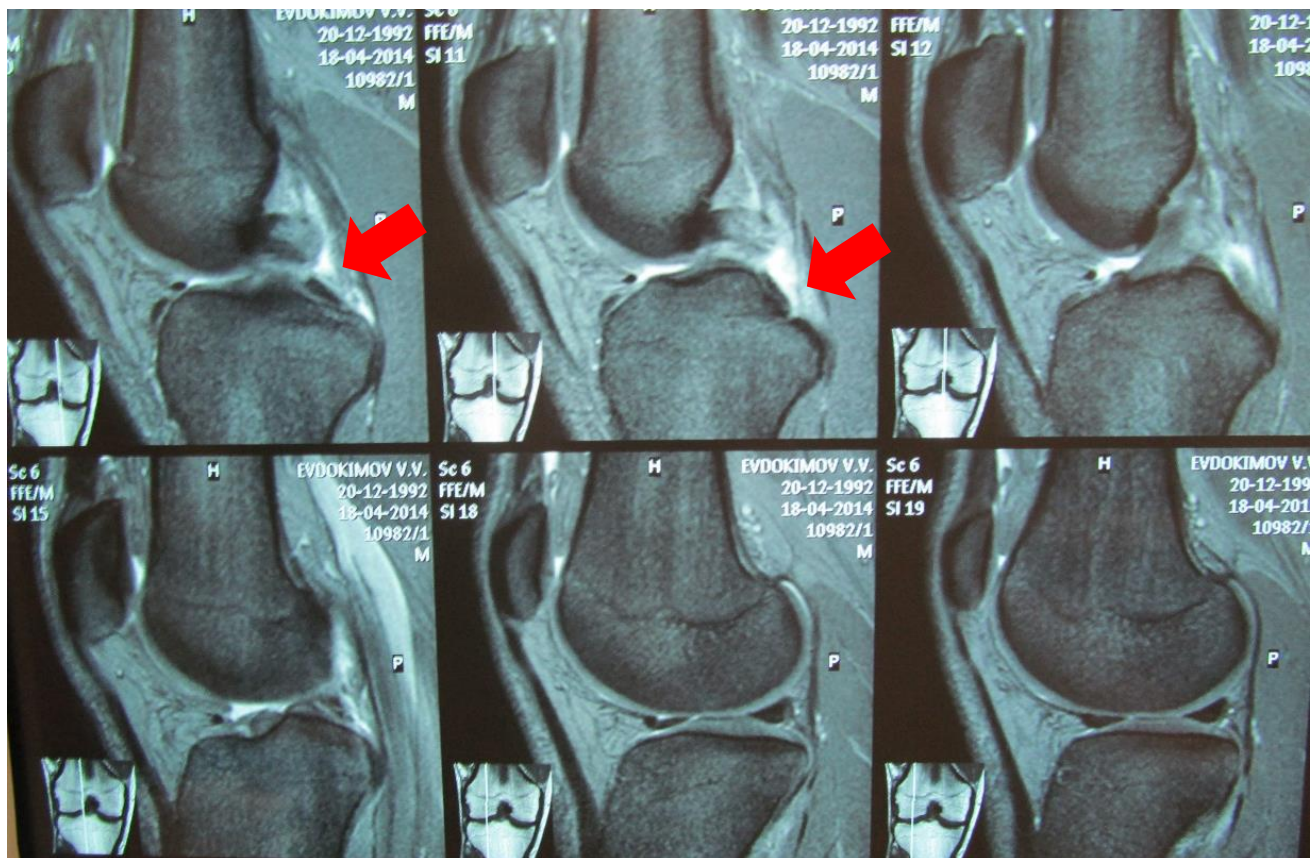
МРТ картина повреждения ЗКС.
